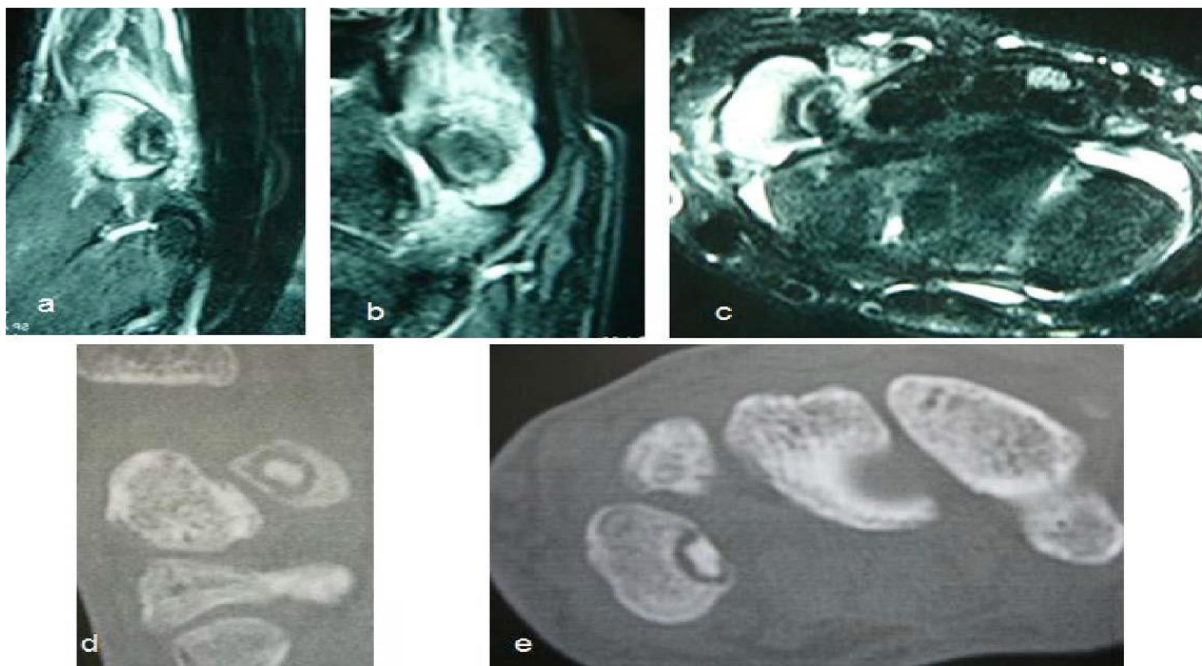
Image IRM T2 signal .a :coupe frontale. b : coupe sagittale . c :coupe coronale : montrant une zone hyposignal circonscrite entourée par un œdème et un halo de faible signal correspondant à une ostéosclérose.[56]
